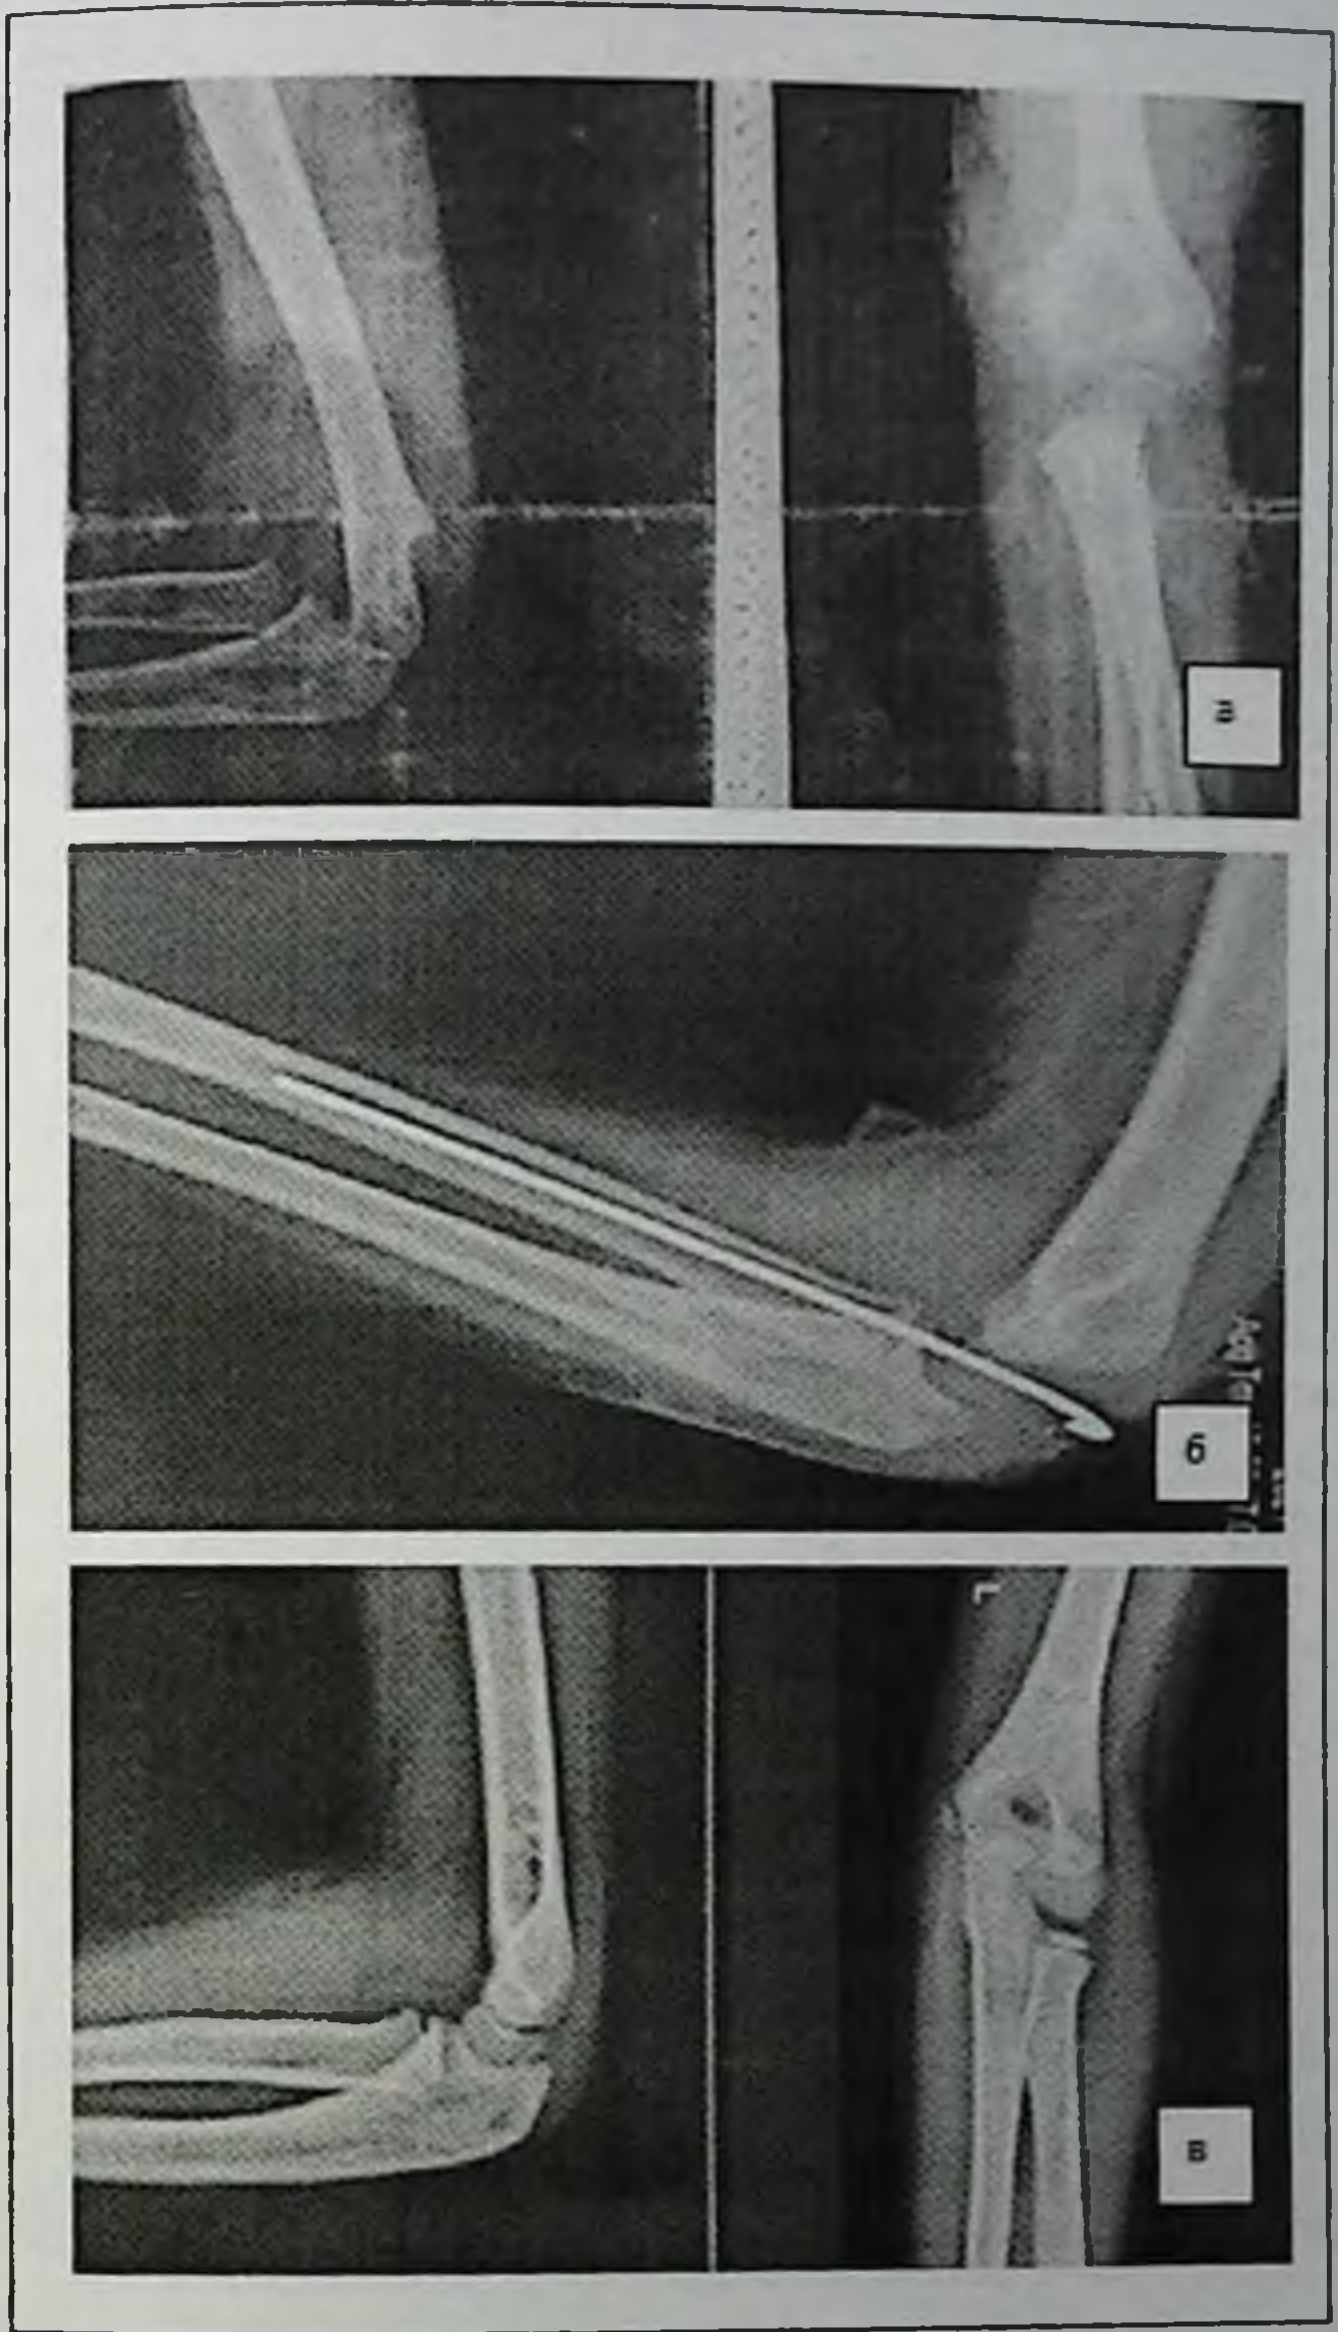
Рентген снимки больного О.: а – при поступлении, б – после вправления ГЛ кости с трансартикулярной фиксацией, в – отдаленный результат лечения.
